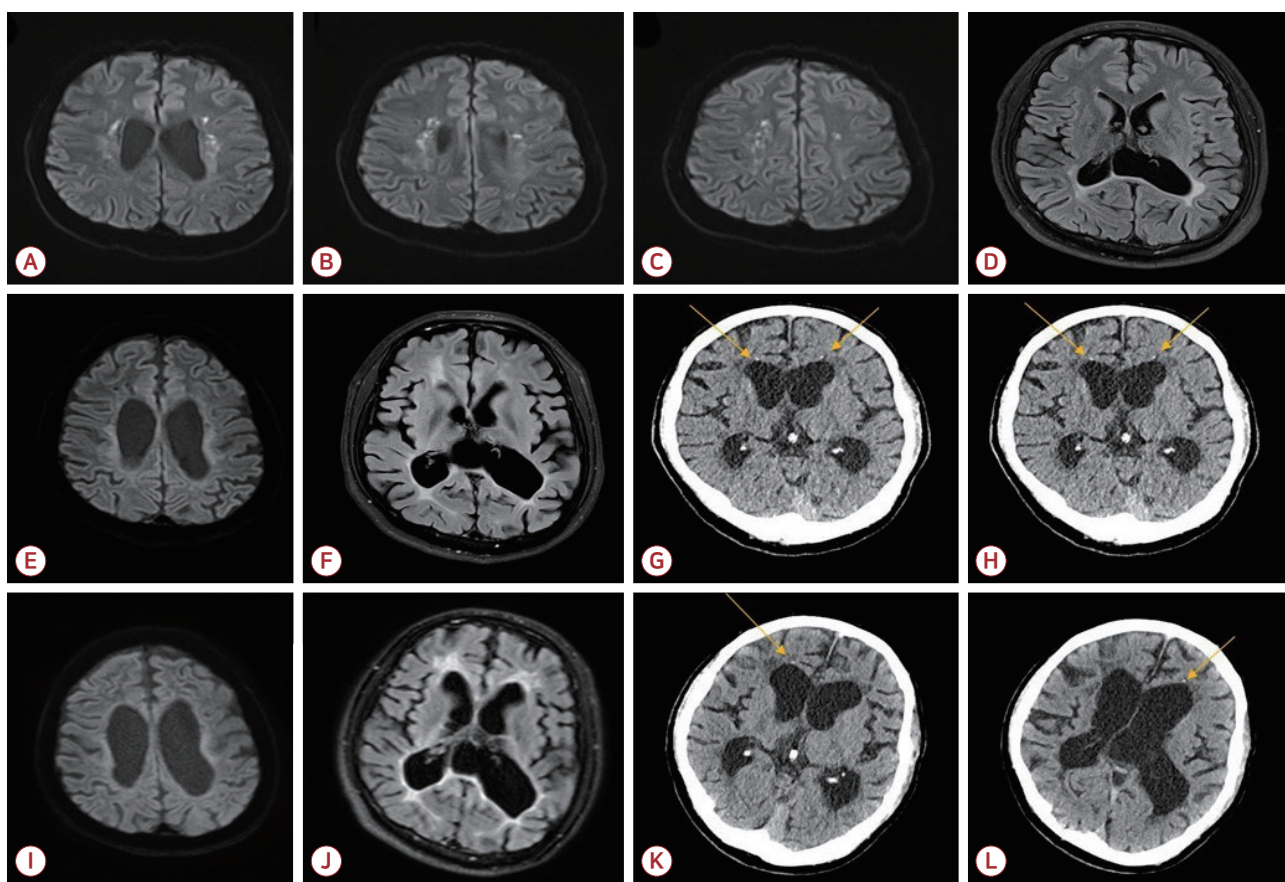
Serial neuroimaging changes of the patient (A-L). Initial MRI (A-D) shows scattered hyperintense lesions in both frontal and parietal periventricular white matter on DWI (A-C), and thinning of the corpus callosum on FLAIR (D). The MRI performed 5 years after the onset of symptoms (E, F) demonstrates the disappearance of hyperintense lesions on DWI (E) and worsening callosal atrophy along with increased white matter hyperintensities (WMH) in both frontal and parietal lobes on FLAIR (F). The CT conducted 5 years after the onset of symptoms (G, H) shows small bilateral calcifications in the frontal white matter adjacent to the anterior horns of the lateral ventricles (arrows) and ventriculomegaly. The MRI performed 8 years after the onset of symptoms (I, J) shows no hyperintense lesions on DWI (I) and more advanced callosal atrophy, ventriculomegaly, and WMH in both frontal and parietal lobes on FLAIR (J). The CT carried out 8 years after the onset of symptoms (K, L) still shows remaining calcifications (arrow) in the frontal white matter. MRI; magnetic resonance imaging, DWI; diffusion weighted image, FLAIR; fluid-attenuated inversion recovery, CT; computed tomography.
